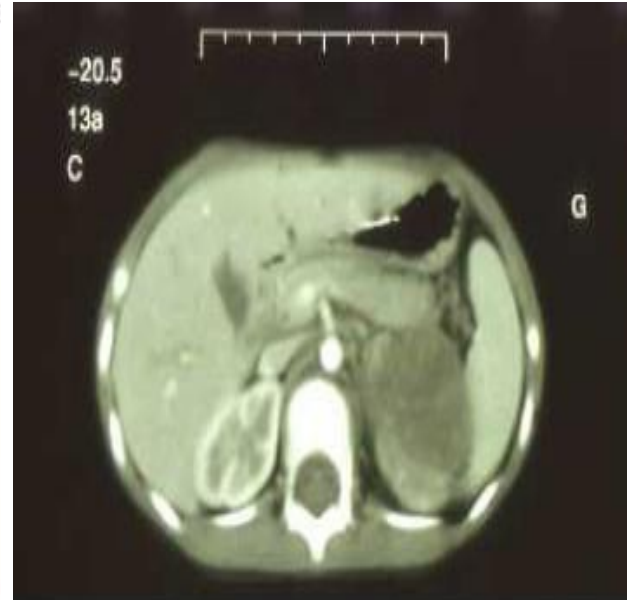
TDM après chimiothérapie [29]
